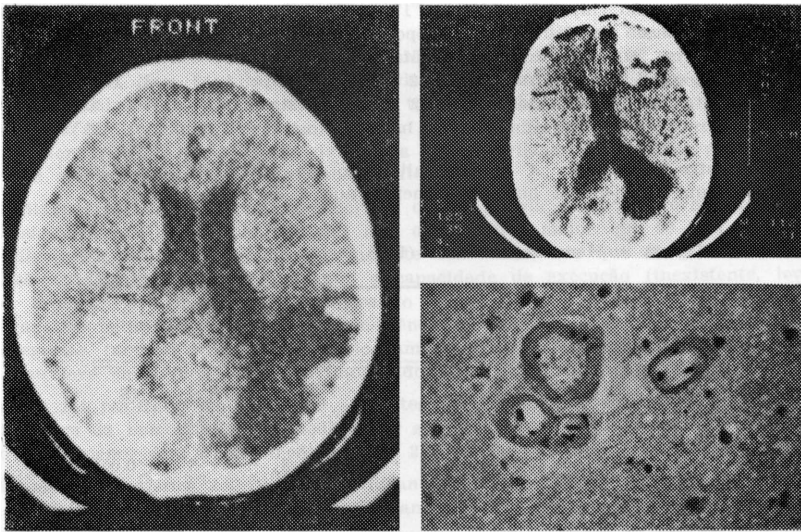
(à esquerda). Exemplo de HL grande. Paciente de 65 anos sem história de hipertensão arterial. TC: hemorragia parieto-occipital esquerda e necrose antiga parieto-occipital direita.
